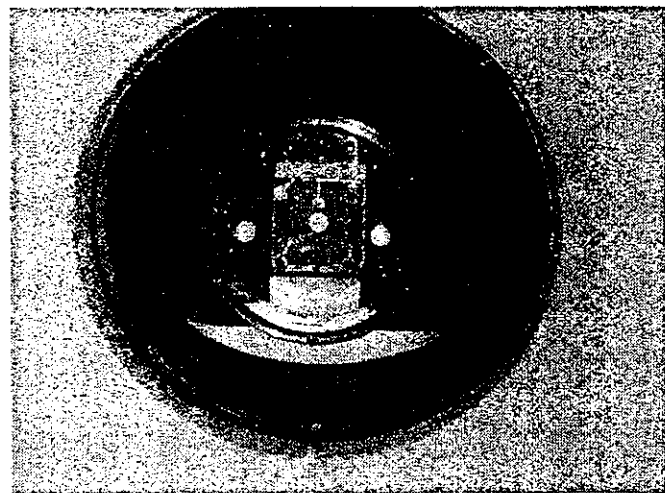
CT 値-相対電子密度変換校正用ファントム。
